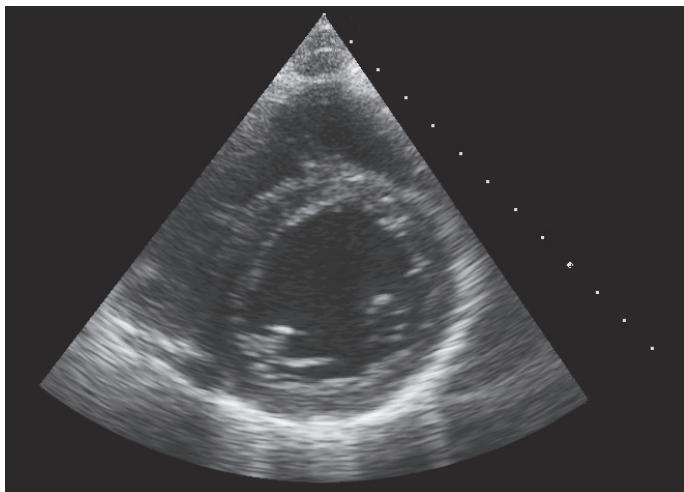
Если левый желудочек пересекается плоскостью сканирования правильно, то он имеет на эхокардиографическом изображении идеально круглую форму. Эта проекция позволяет хорошо исследовать сократимость базальных сегментов левого желудочка.
